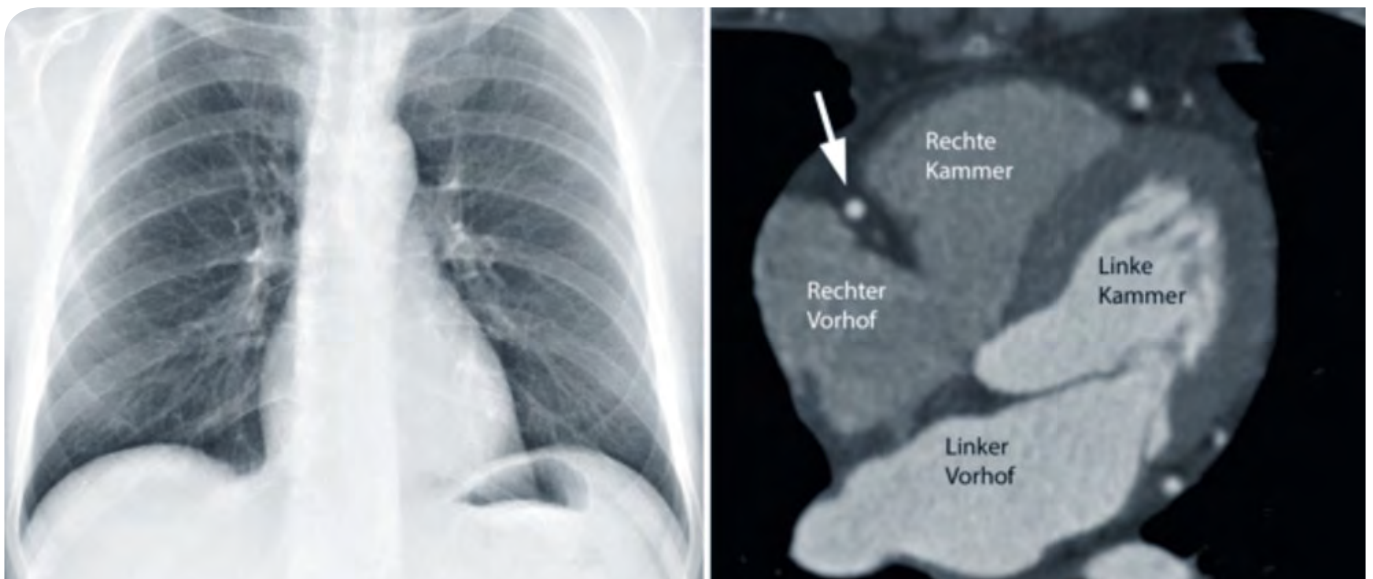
Während eine normale Röntgenaufnahme ein Projektionsbild anfertigt (Schattenriss), wie links gezeigt, wird durch Computertomographie ein Schnittbild durch den Körper erzeugt. Mit modernen CT-Systemen lässt sich auch die schnelle Bewegung des Herzens einfrieren und die Strukturen des Herzens werden sichtbar (rechts). Ein Pfeil zeigt auf den Querschnitt eines Herzkranzgefäßes.
